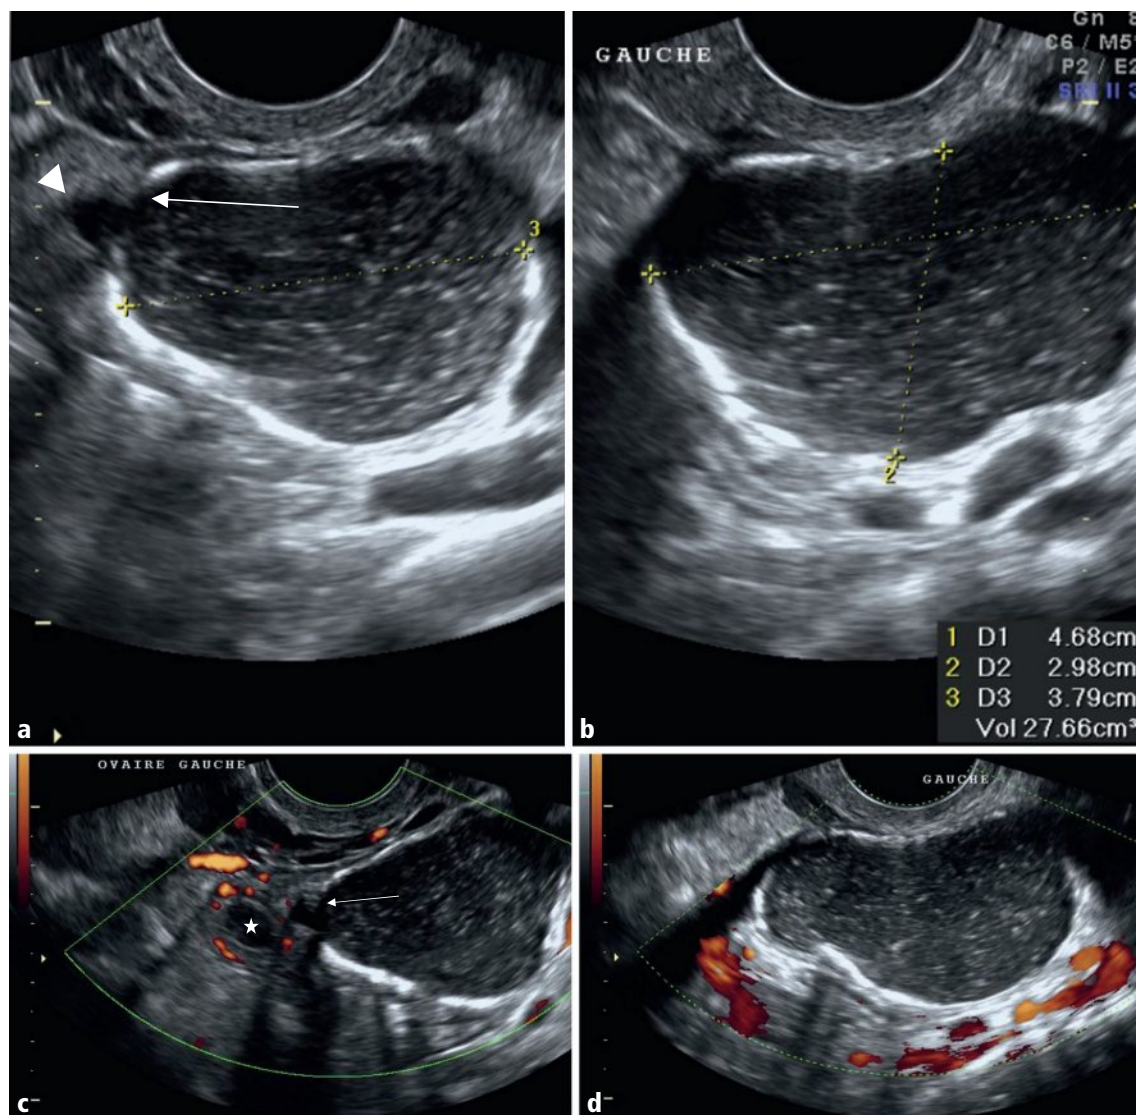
a–d Kyste ovarien gauche de 47 × 30 × 38 mm, soit 27 mL, hypoéchogène, à contenu épais, à trame grossière, avec renforcement postérieur (a, b), avec signe du croissant (flèches en a et c), et avasculaire en Doppler couleur (c et d). Follicule (flèche triangulaire en a) et corps jaune (étoile en c).
